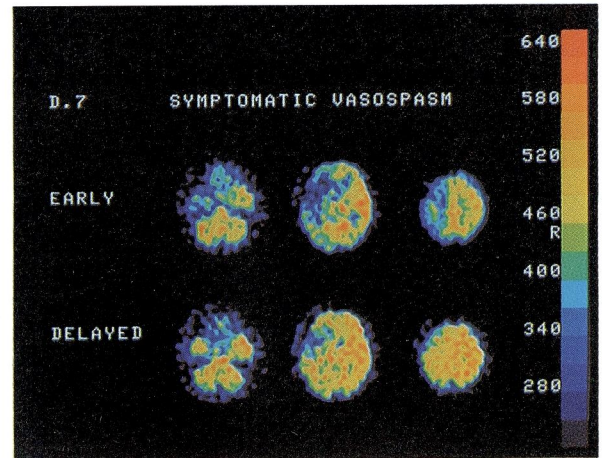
B Case 11 : The  $^{123}\text{I}$ -IMP SPECT study on Day 7. The early image showed marked hypoactive or inactive areas on the affected side. The delayed image revealed inactive area in addition to incomplete redistribution.
